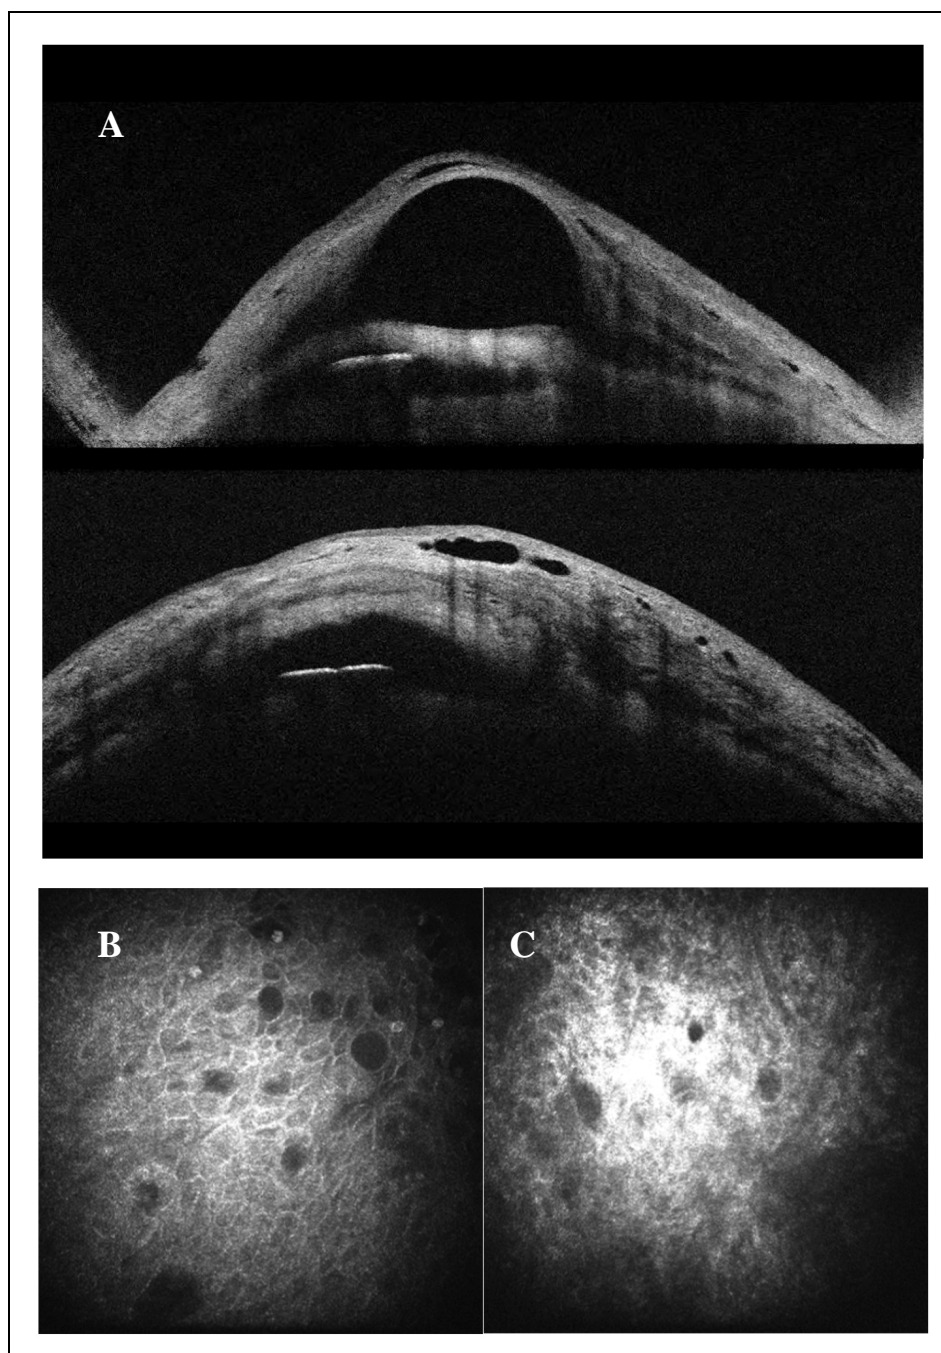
[Bozza incapsulata: A) immagini tomografiche orizzontali che evidenziano la variabilità dello spessore della parete in queste bozze; B) epitelio congiuntivale; C) connettivo congiuntivale]
